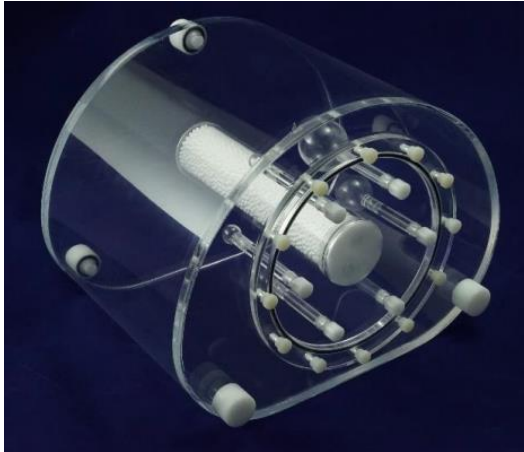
Fotografía del Maniquí de Cuerpo NEMA IEC PET con su inserto de esferas rellenables. Recuperado de <https://www.mirion.com/products/medical/nuclear-medicine-instrumentation/quality-assurance/phantoms/nema-iec-pet-body-phantom-set> el 10 de mayo del 2023.
